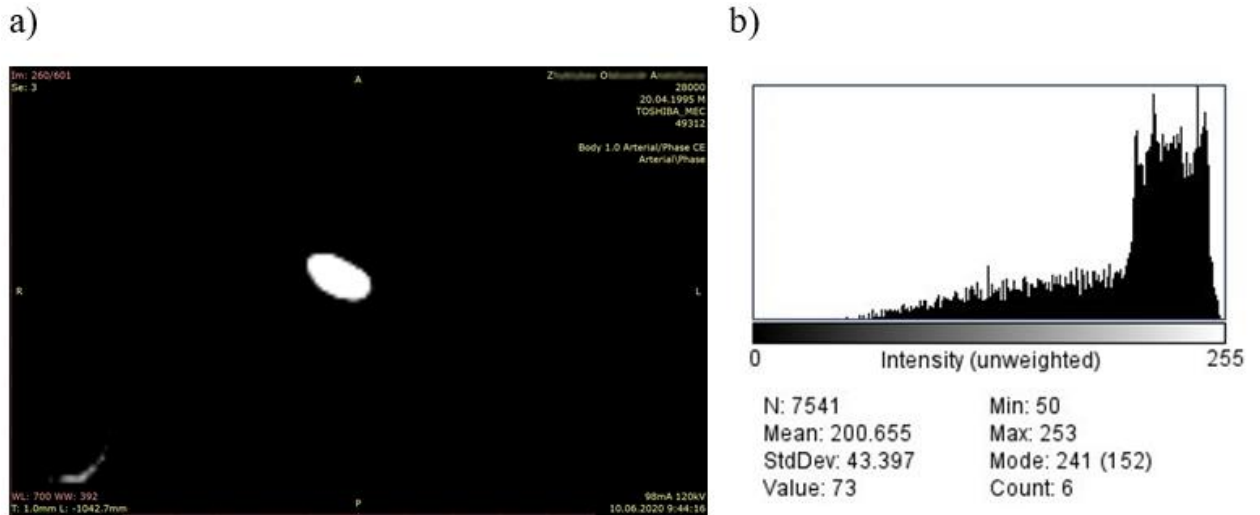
Томографічне зображення ниркового каменю (структурний тип С): 800-кратне збільшення, WL=700 (a) та відповідна йому ImageJ-гістограма (b).
